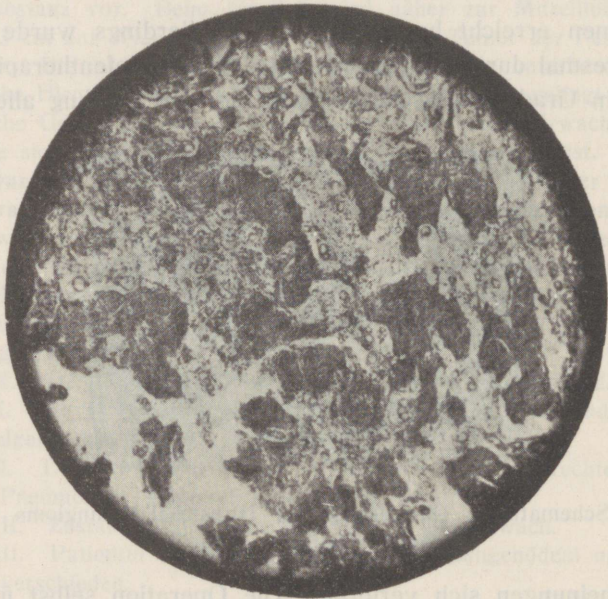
Dasselbe Meningiom (Fall 7) mit vergrößerten Zellelementen nach vorangegangener Röntgentherapie.
